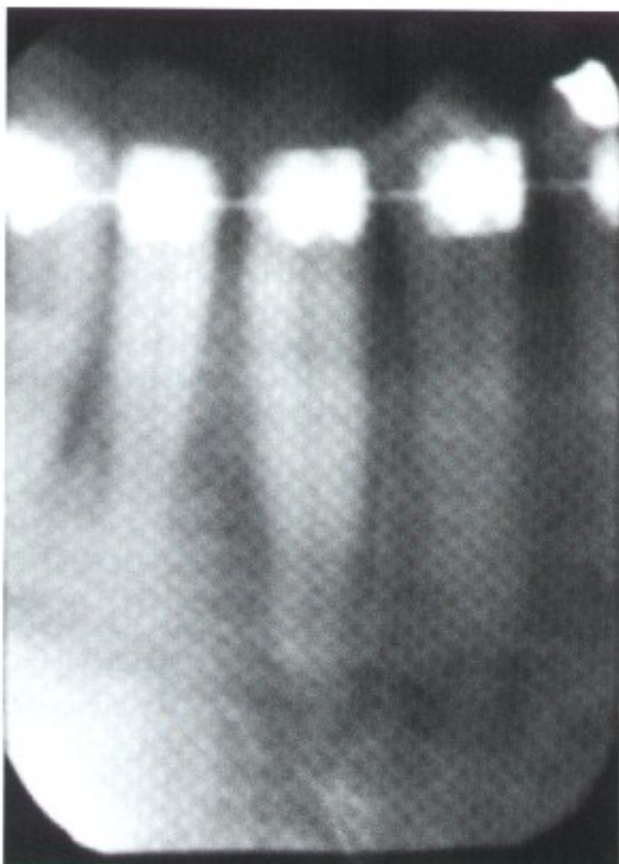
Radiografía periapical demostrando el posicionamiento necesario de la raíz en el interior del alvéolo para obtener traslación. Note que los ligamentos periodontales están comprimidos en una cara y distendidos en toda la extensión de la cara opuesta.
